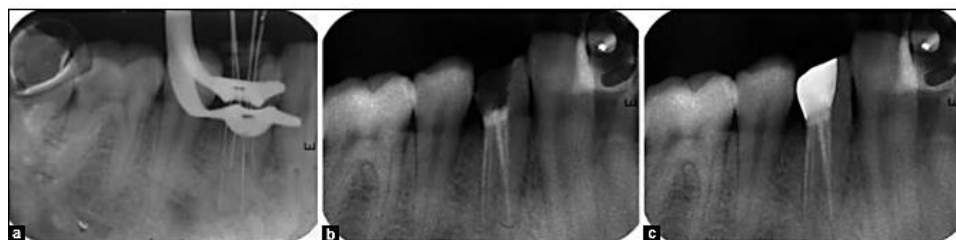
a) Longitud de trabajo, b) Obturación de las 4 raíces, c) Radiografía periapical se seguimiento posoperatorio a un año de finalizado el tratamiento. ⁽³¹⁾
